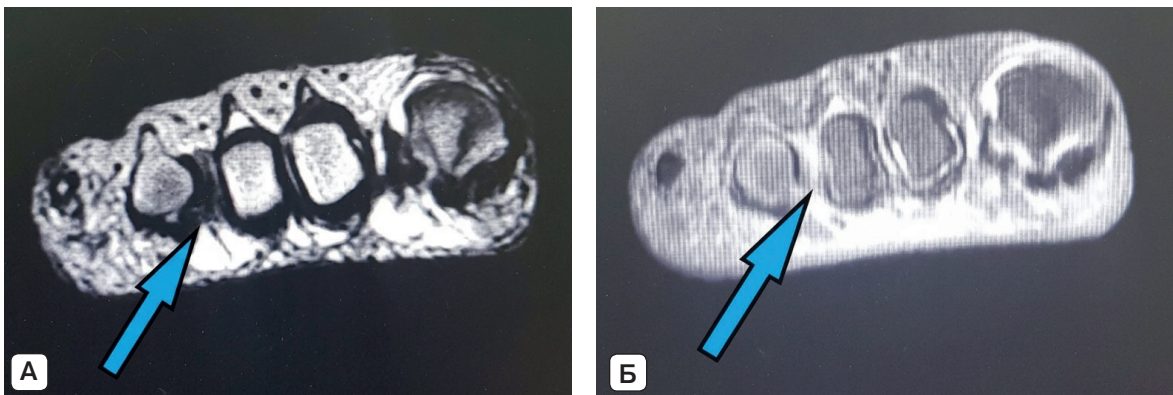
Магнитно-резонансная томография стопы пациентки С., 54 года: неврома Мортона указана стрелкой. А – T1-режим, фронтальная плоскость, гипоинтенсивный сигнал от невromы в III межплюсневом промежутке; Б – T2-режим, фронтальная плоскость, изогиперинтенсивный сигнал от невromы в III межплюсневом промежутке. Источник: составлено авторами
